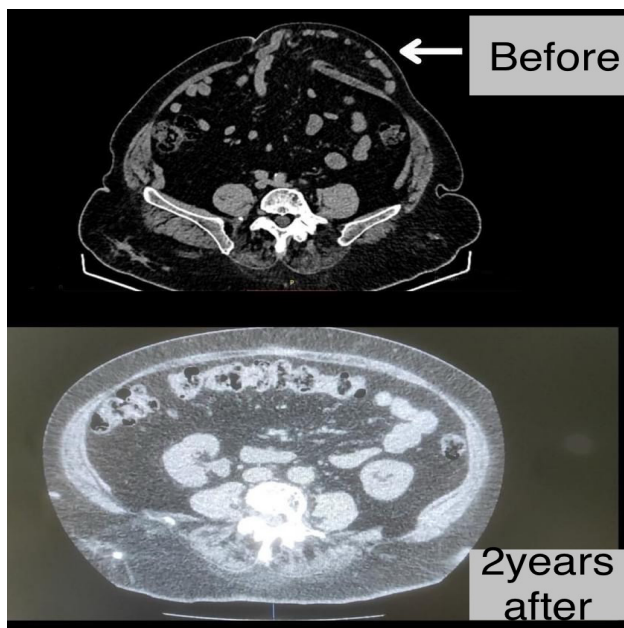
Comparing CT scan of the abdomen before and 2 years after the surgery
